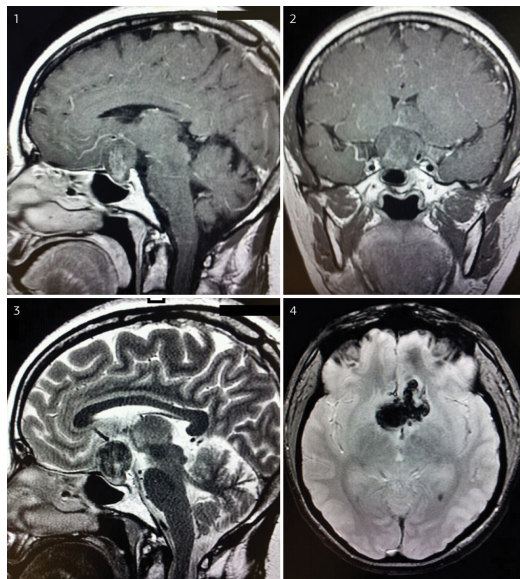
As imagens da ressonância magnética mostram a hipófise de dimensões aumentadas e contornos irregulares, apresentando aspecto heterogêneo, com grande hipossinal na sequência ponderada em T2* traduzindo presença de hemossiderina/ferritina, caracterizando sangramento; não houve realce significativo do parênquima hipofisário pelo meio de contraste; 1 – imagem sagital ponderada em T1 pós-contraste; 2 – imagem coronal ponderada em T1 pós-contraste; 3– imagem sagital ponderada em T2; 4 – imagem axial ponderada em T2* (fala-se T2 estrela).
